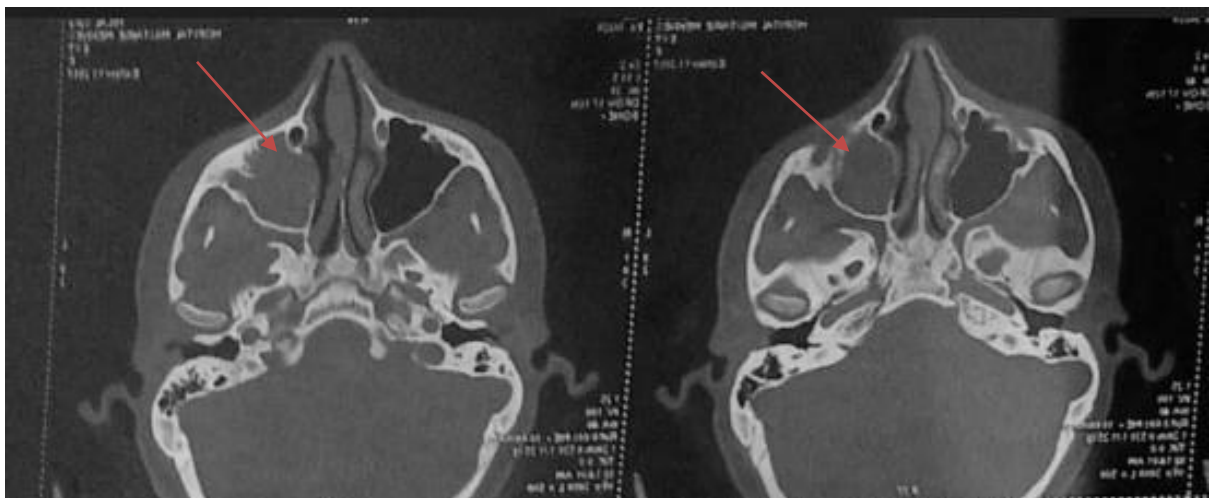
TDM du sinus objectivant un comblement muqueux total du sinus maxillaire gauche et légère hypertrophie des VA.
